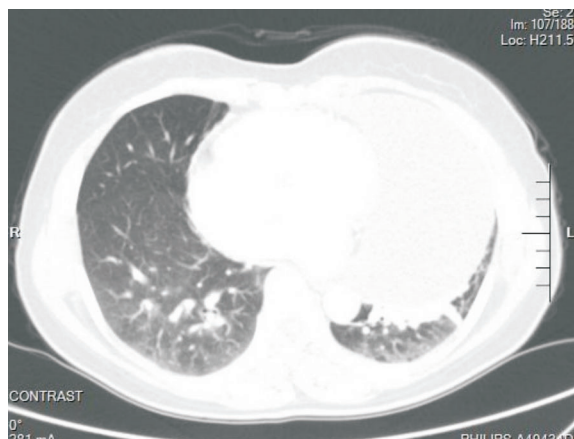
MLPS位于左前纵隔,呈点片状囊状低密度灶(心脏CT)
